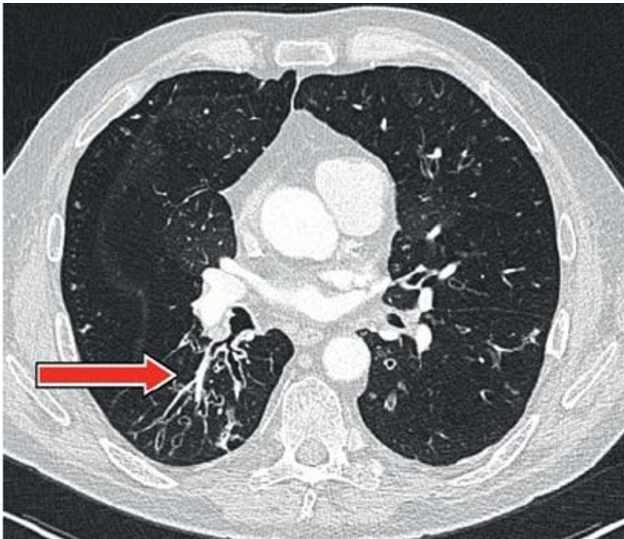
Bronchiektasen CT-morphologisch
